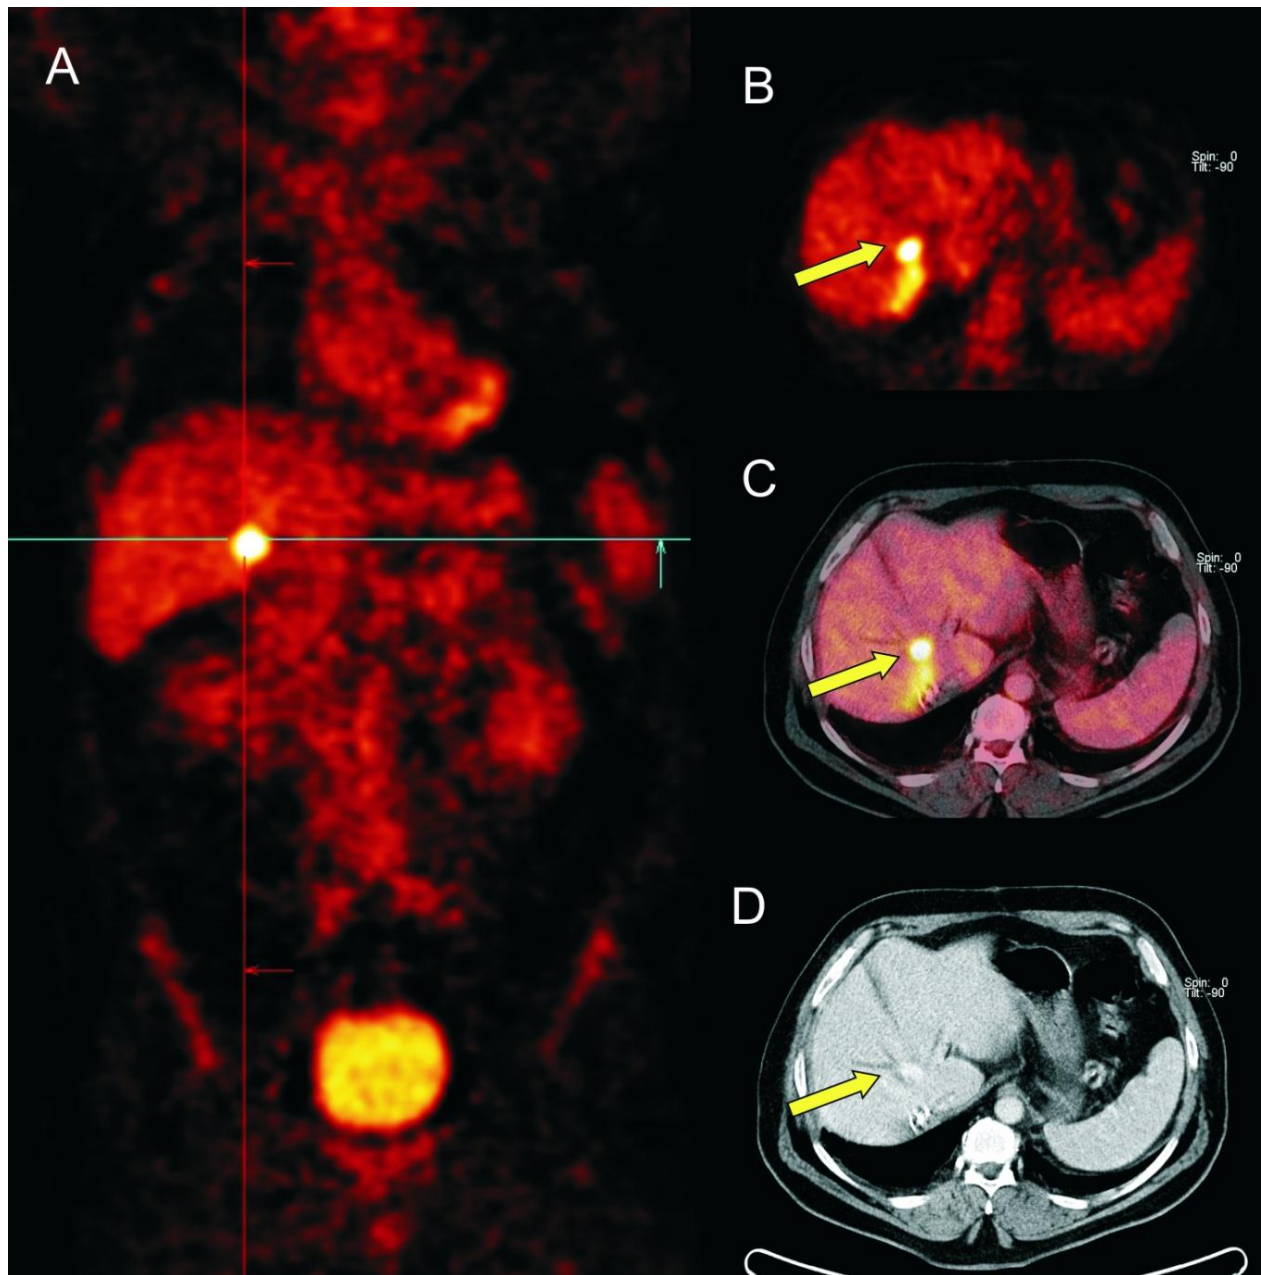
71-jähriger Patient, PET/CT-Bilder einer falsch-negativen Lebermetastase
